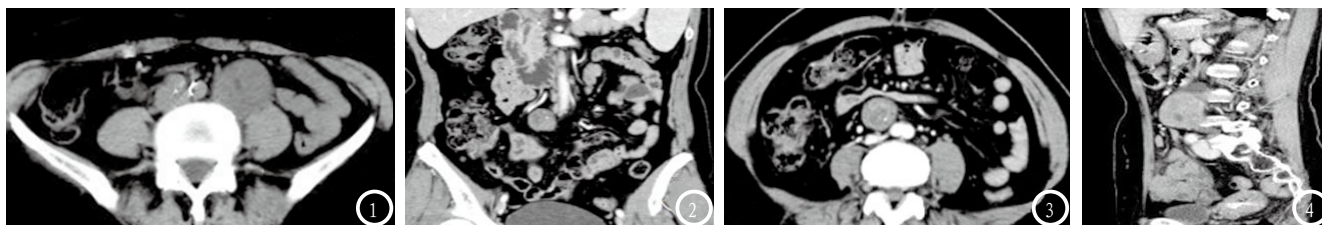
CT平扫可见病灶以低密度为主,其间可见小囊状更低密度影;图2 CT增强冠状位重建,可见病灶边缘强化较均匀,内部强化呈云絮状、蜂窝状强化;图3 CT增强门脉期可见病灶强化更明显,呈云絮状、条片状强化;图4 CT增强扫描矢状位重建示病变上下缘可见低密度影与肿块相连,形成典型的神经出入征像。
